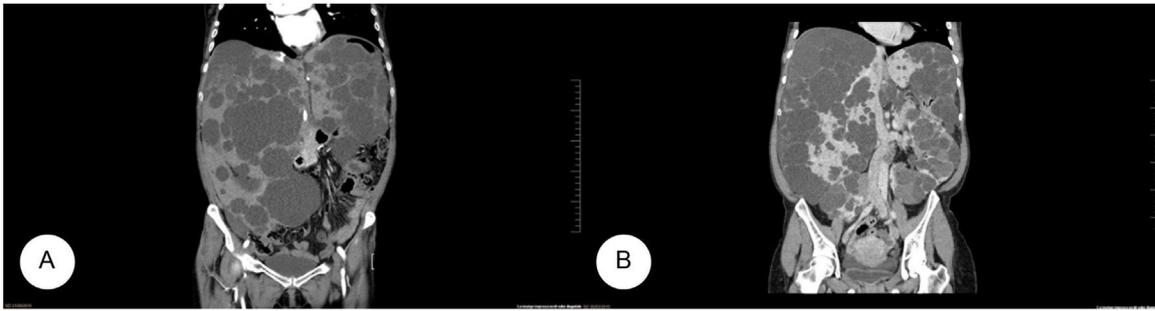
A) TC abdominal: poliquistosis hepática con ocupación abdominal completa. B) TC abdominal: poliquistosis hepatorenal con distorsión de estructuras vasculares.
